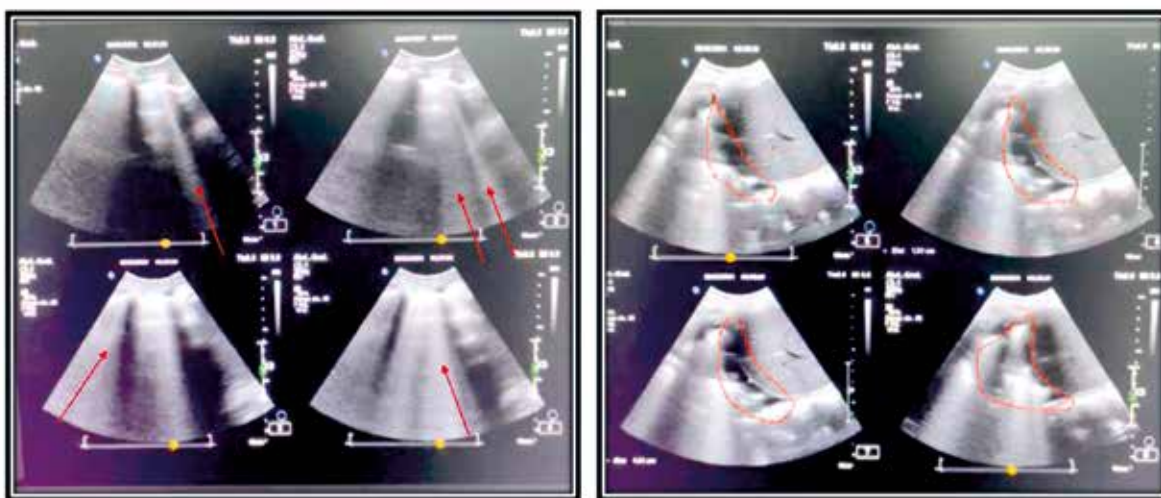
López Marenco-E. Medicina Crítica en Obstetricia; 2022; Ultrasonido pulmonar que muestra líneas B, y derrame pleural en paciente con Hemorragia posparto.
